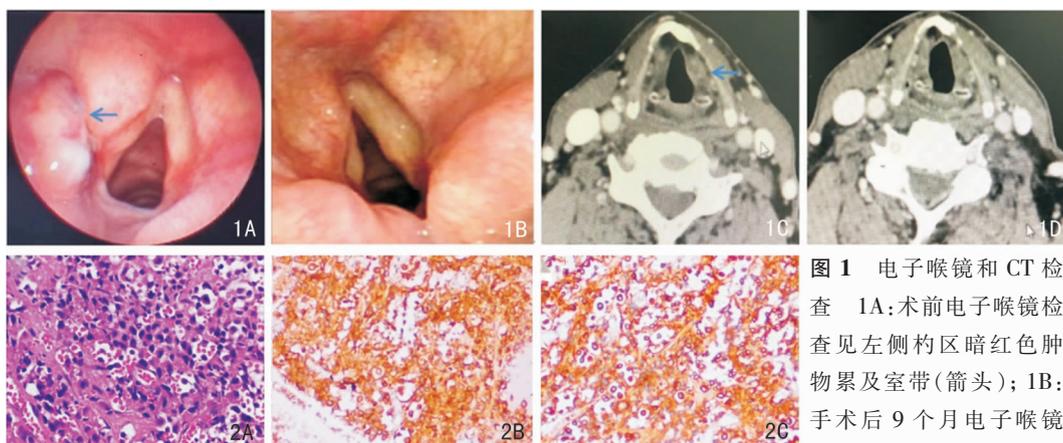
电子喉镜和CT检查 1A:术前电子喉镜检查见左侧杓区暗红色肿物累及室带(箭头);1B:手术后9个月电子喉镜检查,右侧杓区及室带黏
